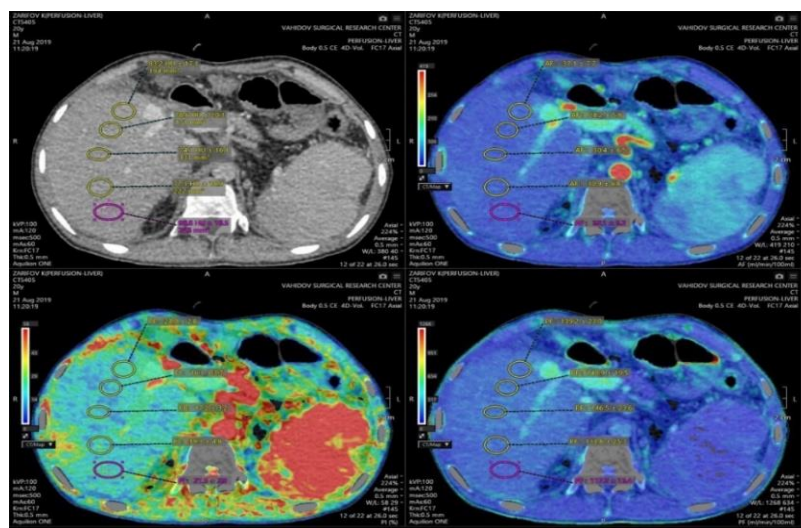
Перфузионная карта реципиента после трансплантации
